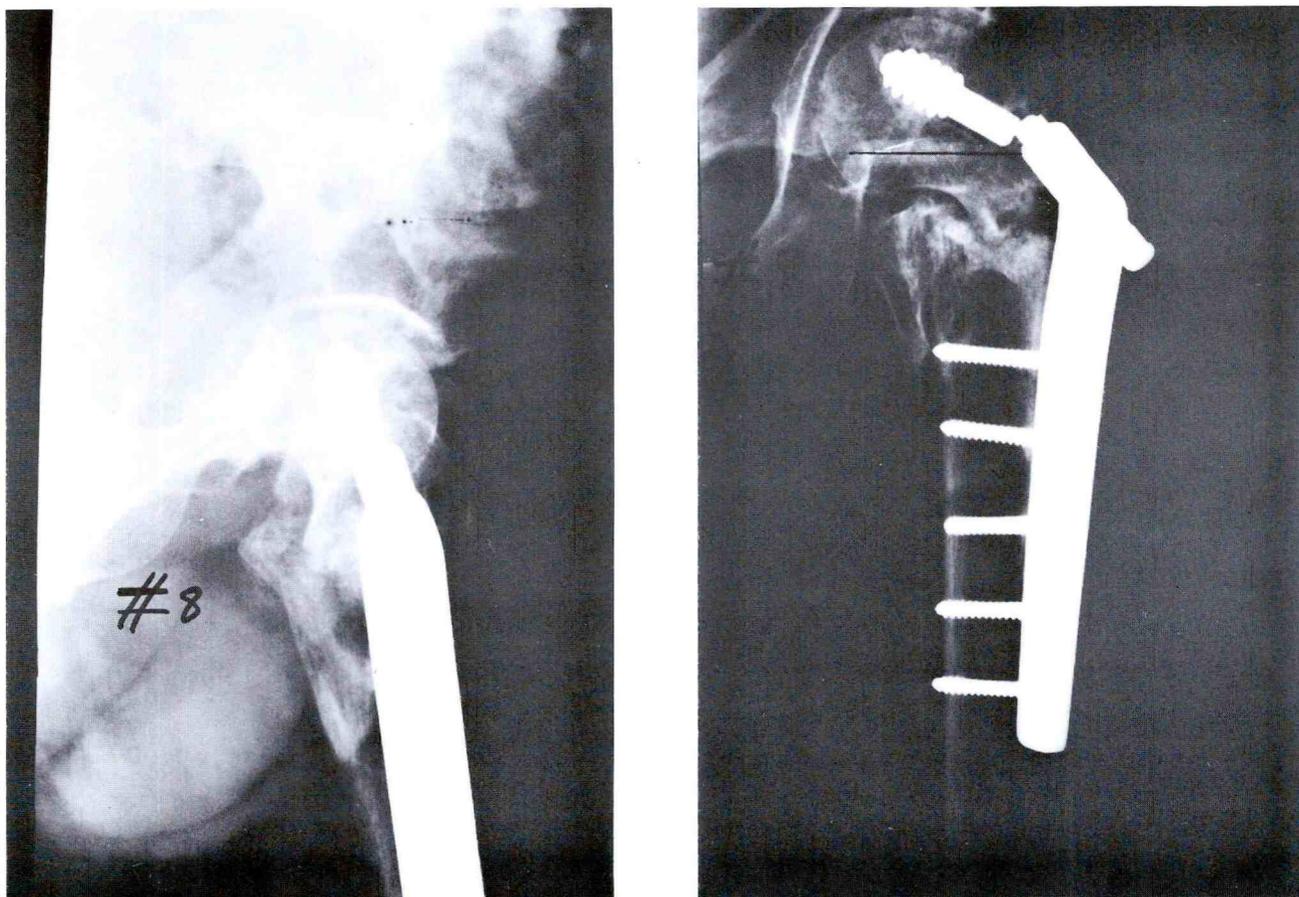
C* (à esquerda): Pós-operatório imediato, radiografia em perfil. *D* (à direita): Pós-operatório tardio, 540 dias.
